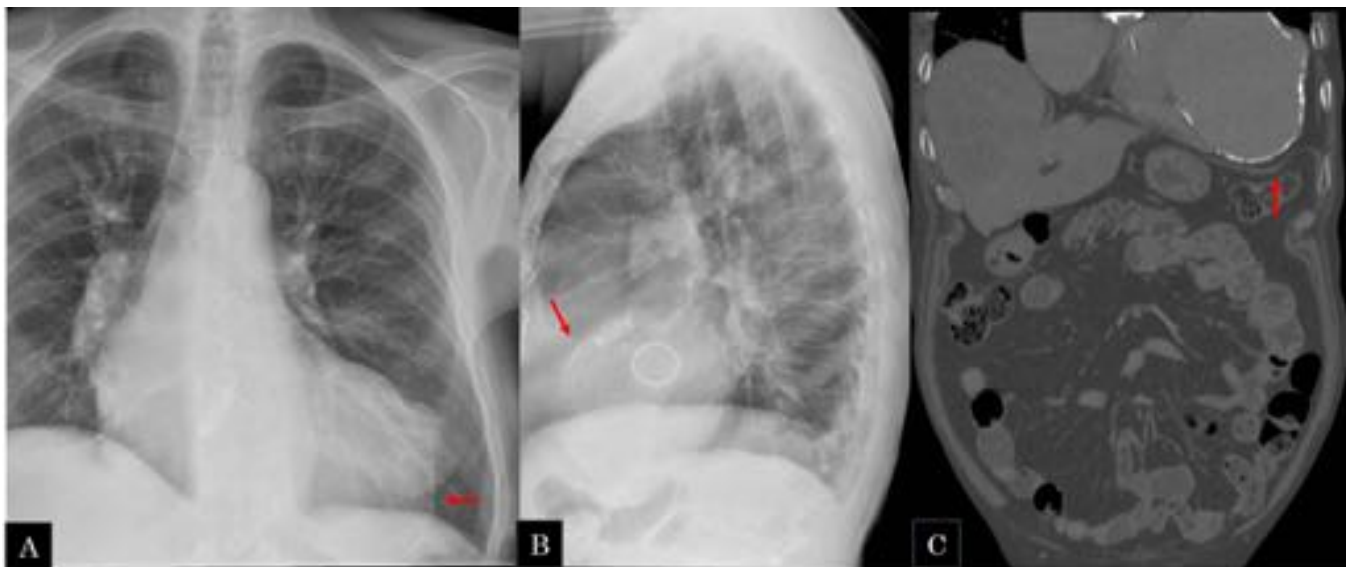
Mujer de 71 años con antecedentes de IAM. Ay B) radiografía de tórax posteroanterior y lateral: prótesis valvular mitral y aórtica. A nivel del ventrículo izquierdo se observa una imagen redondeada de alta densidad (flechas) sugestiva de aneurisma ventricular calcificado. B) reconstrucción coronal de TC abdominal realizado por otro motivo: confirma los hallazgos visualizados en la radiografía de tórax.
